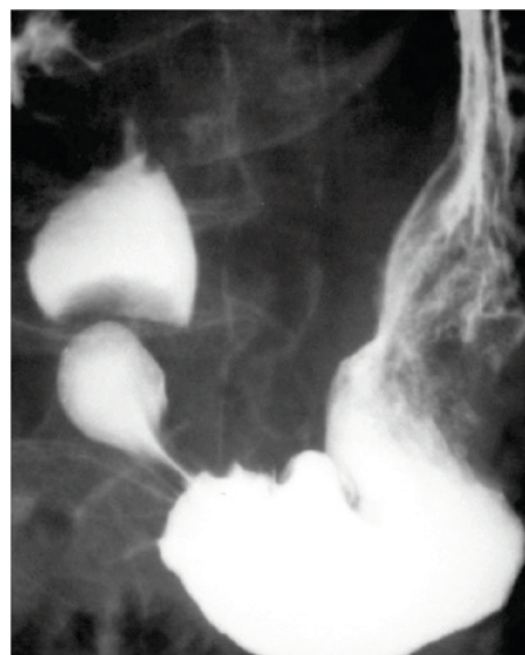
Типичная рентгенограмма младенца 2 недель. Форма желудка напоминает реторту.
